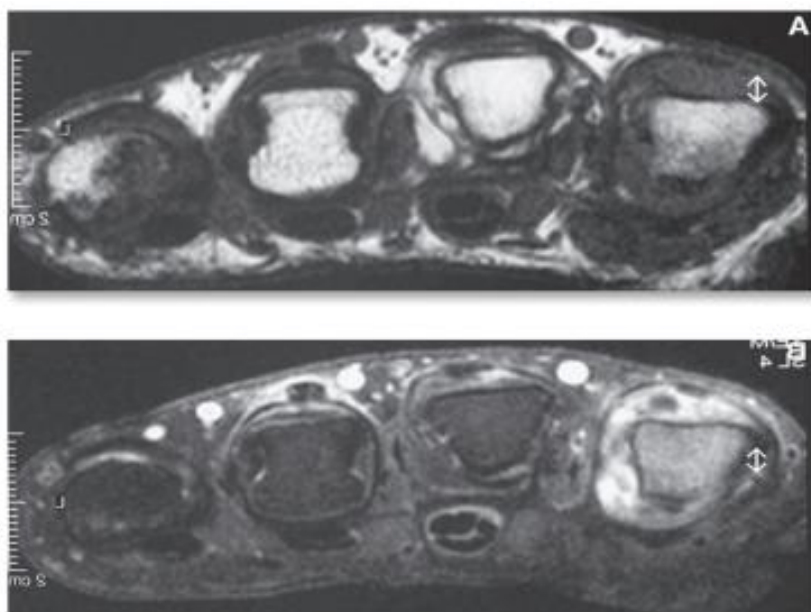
synovite du 2ème MCP à l'IRM[39]
